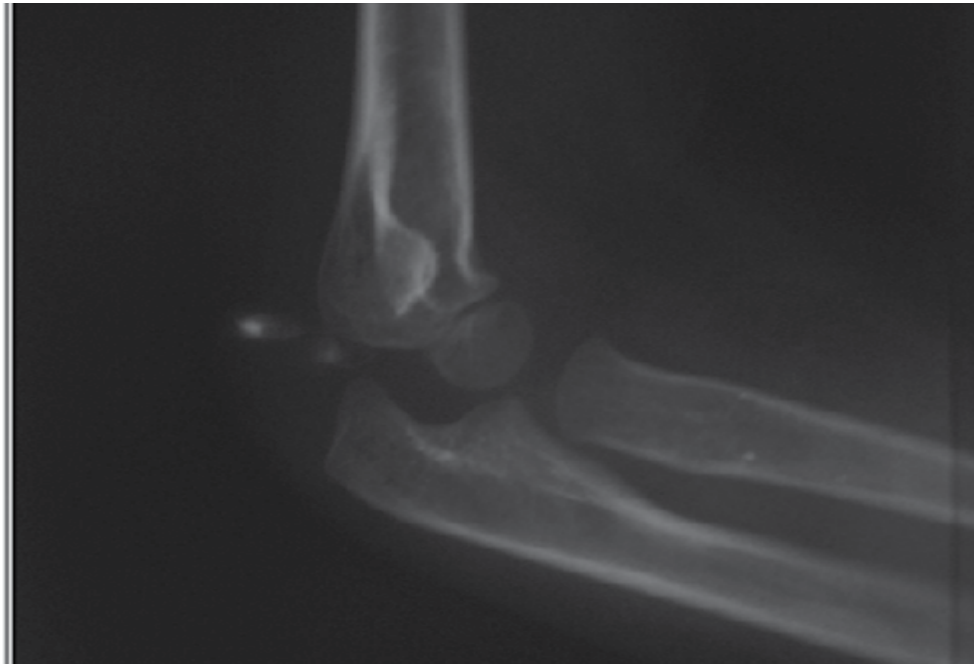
Radiographie du coude de profil d'une fille de six ans objectivant une opacité de tonalité calcique.
